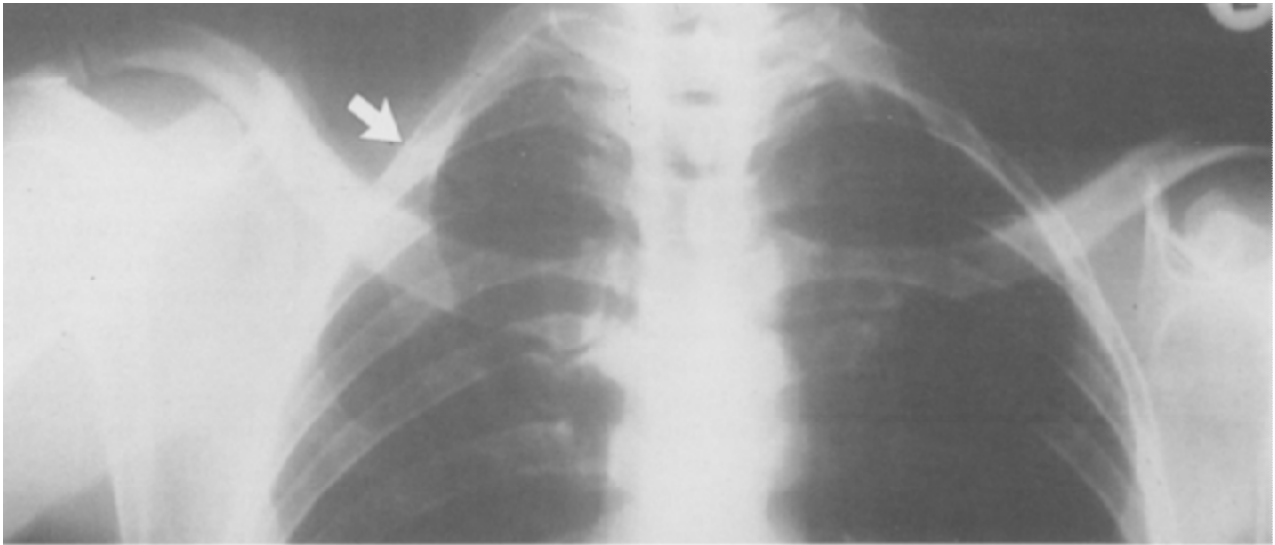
Radiographie de la poitrine montrant une côte cervicale complète droite articulée sur la première côte. (39)
